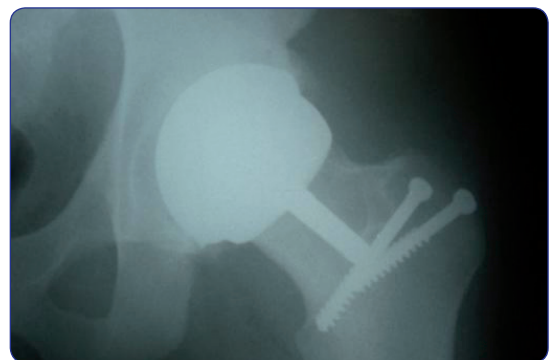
Radiografía posquirúrgica.
